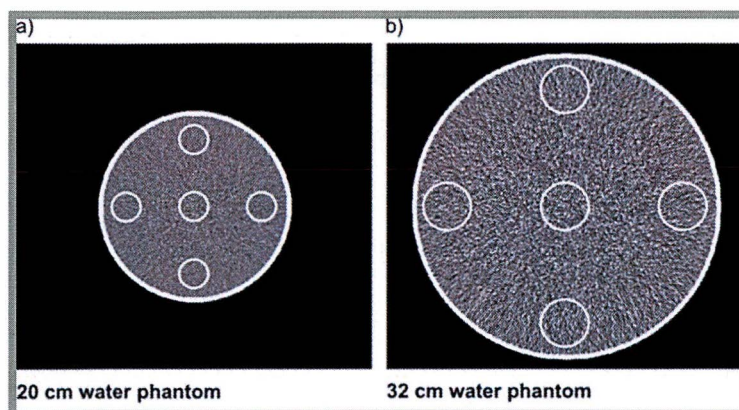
La uniformidad de la imagen se mide normalmente con un fantoma de agua cilíndrico. Los valores CT para agua no deberían diferir en más de 4 UH del valor definido fijo de 0 UH para una sección transversal completa del fantoma, siendo a) un fantoma de 20cm de diámetro y b) un fantoma de 32 cm de diámetro. Imagen Extraída de Kalender W, A. *Computed Tomography Fundamentals, System Technology, Image Quality, Applications. 2 Ed.*[CD-ROM]. Erlangen, Germany: Publicis Corporate Publishin: 2005.
